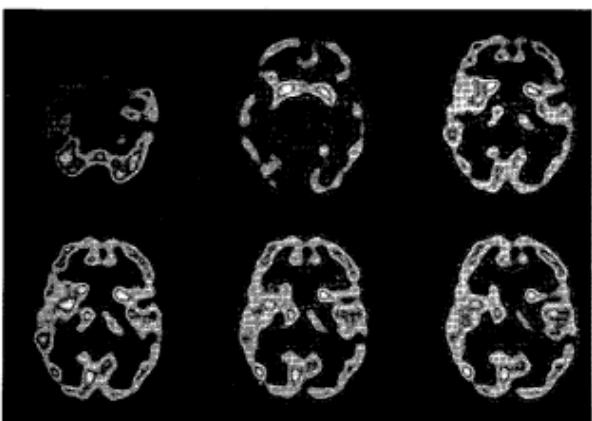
수술 후 11일째 시행한 Brain SPECT. 양측 기저핵의 활성을 정상이나, 좌측 시상의 활성이 우측과 비교하여 감소되어 있다.
